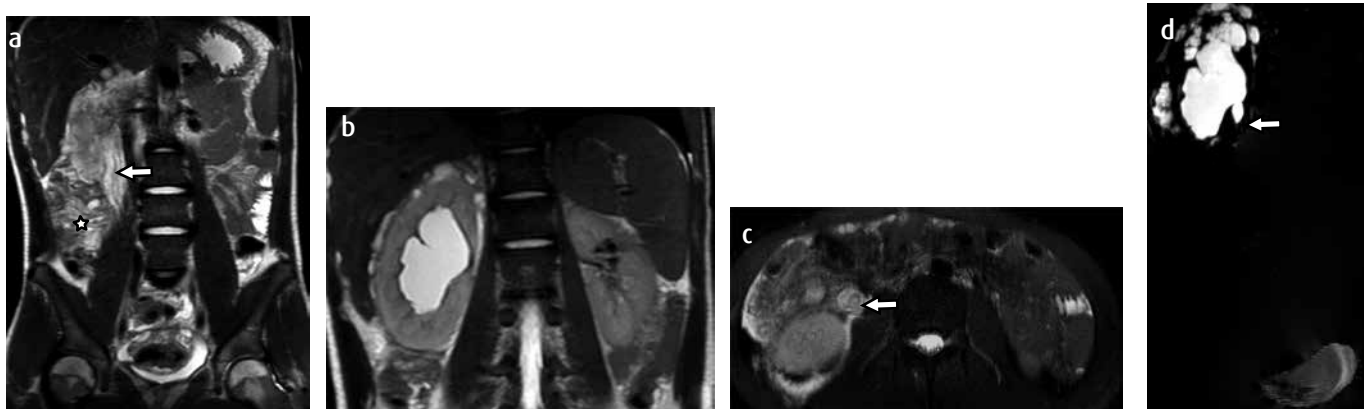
Metástasis peritoneales con infiltración al uréter derecho en un paciente de 17 años de edad con carcinoma de colon familiar. Urografía por RM 3T. a) Corte coronal potenciado en T2 de abdomen y pelvis, que demuestra infiltración directa del uréter derecho (flecha hueca) y aumento en la intensidad de señal del mesenterio por compromiso metastásico (asterisco). b) Secuencia potenciada en T2 del hemiabdomen superior en corte coronal, con hidronefrosis derecha secundaria a obstrucción ureteral por invasión tumoral. c) Corte axial en STIR en donde hay evidencia de aumento en el tamaño y en la intensidad de señal del uréter derecho (flecha). d) Reconstrucción 3D, con hidronefrosis derecha secundaria al compromiso ureteral en la unión pieloureteral (flecha).
